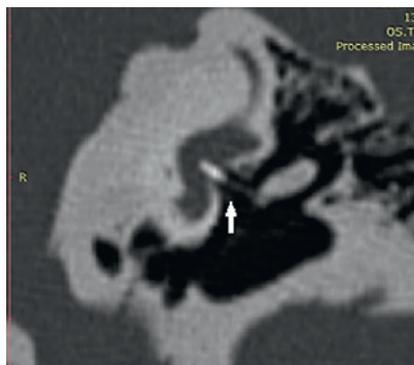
4 КТ-снимок в коронарной проекции. На КТ-снимке виден протез в области преддверия улитки, отмечаются отосклеротические очаги
